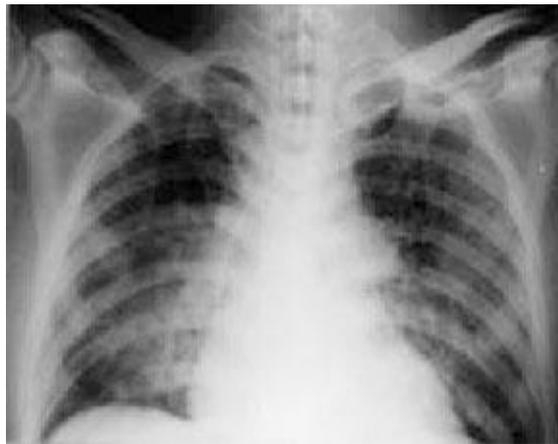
Radiographie du thorax du patient
